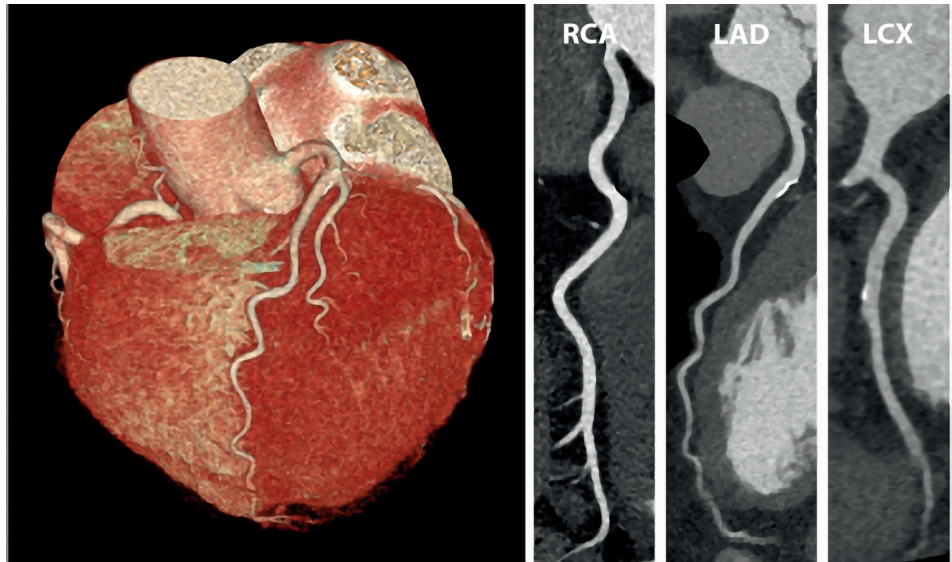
Beispiel einer computertomographischen Koronarangiographie einer 79-jährigen Patientin mit thorakalem Druckschmerz unter Belastung und positiver Familienanamnese hinsichtlich koronarer Herzerkrankungen. Der Befund zeigt koronare Plaques ohne Stenose (entsprechend CAD-RADS 1) des linken Hauptstammes, der proximalen LAD, des ersten Diagonalastes und der proximalen LCX.
